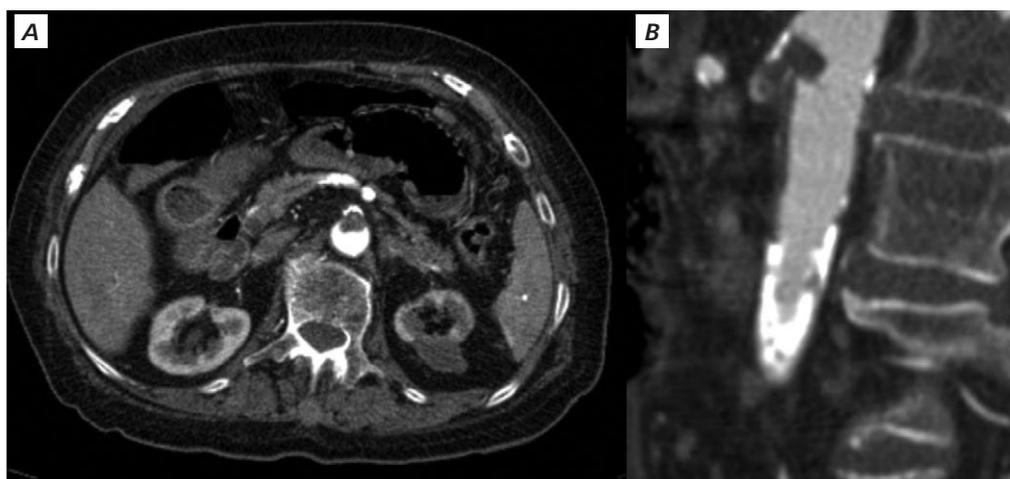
A e B *Imagens de angio-TC a evidenciar oclusão embólica do óstio da artéria mesentérica superior.*
